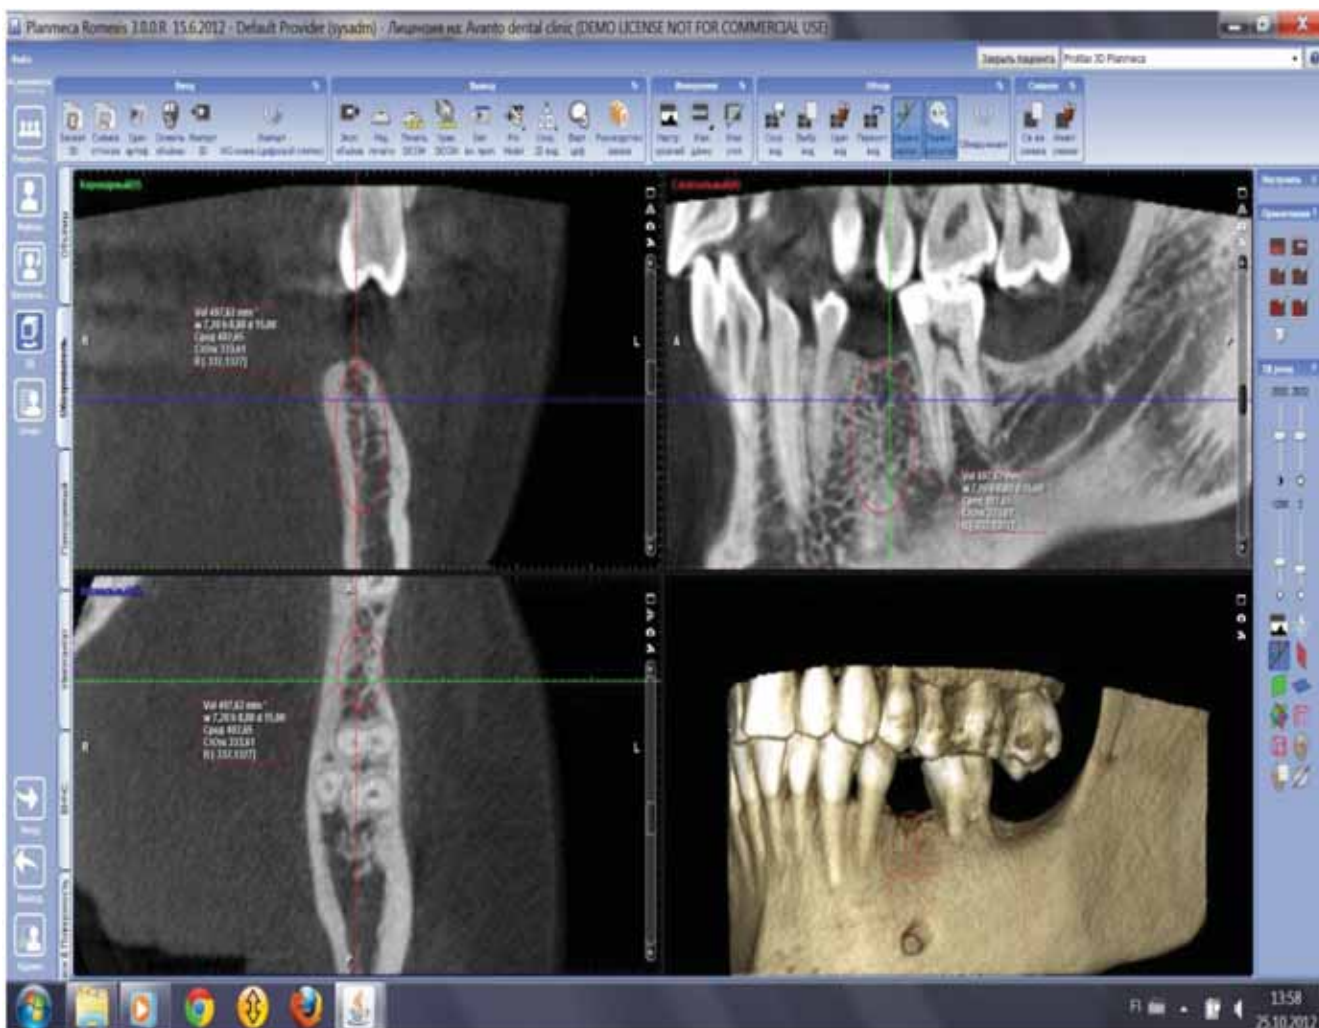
Конусно-лучевая компьютерная томограмма альвеолярного отростка пациентки И. до лечения
